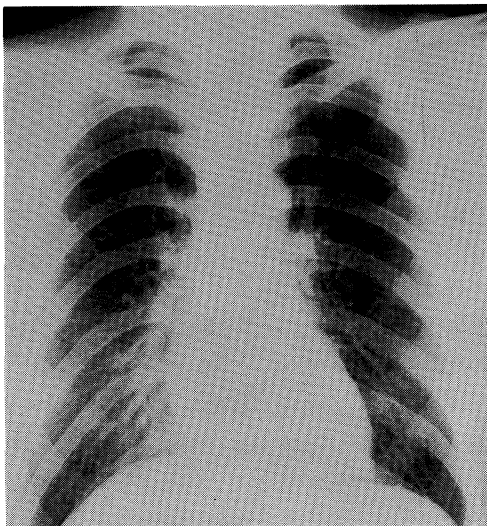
Chest X-ray film of oldest son, revealing increased broncho-vascular marking with fluffy air space consolidation in right lower lung field.
